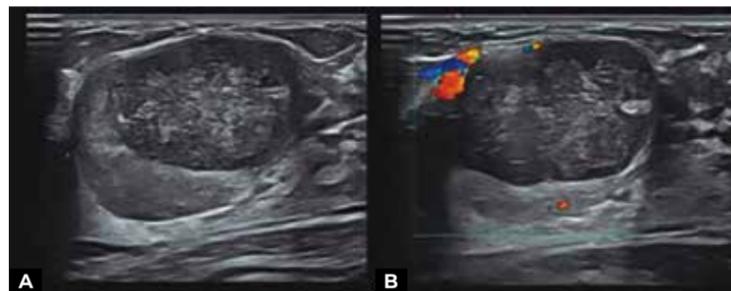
Paciente, 15 anos, apresentando massa palpável. Submetida à US, que demonstrou: nódulo oval, circunscrito, paralelo à pele e heterogêneo, predominantemente hipocogênico (A), com fluxo vascular ao Doppler colorido (B). Tumor Phyllodes benigno.
